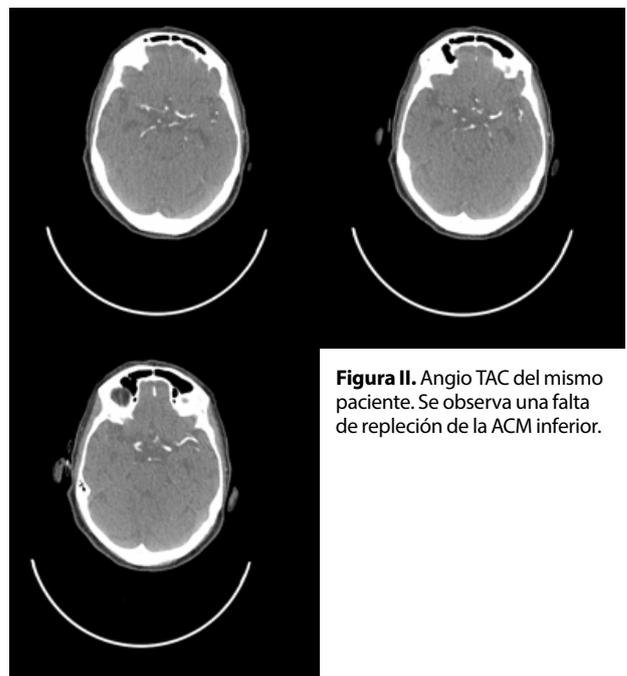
Angio TAC del mismo paciente. Se observa una falta de repleción de la ACM inferior.
